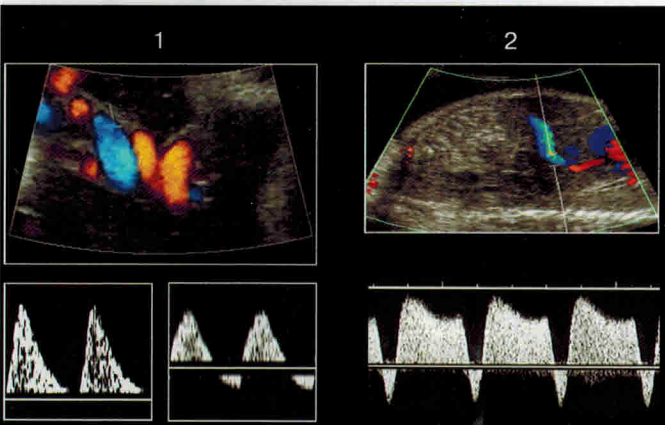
Допплерометрические признаки тяжелой формы фето-фетального трансфузионного синдрома у плода-донора (1) и плода-реципиента (2).
